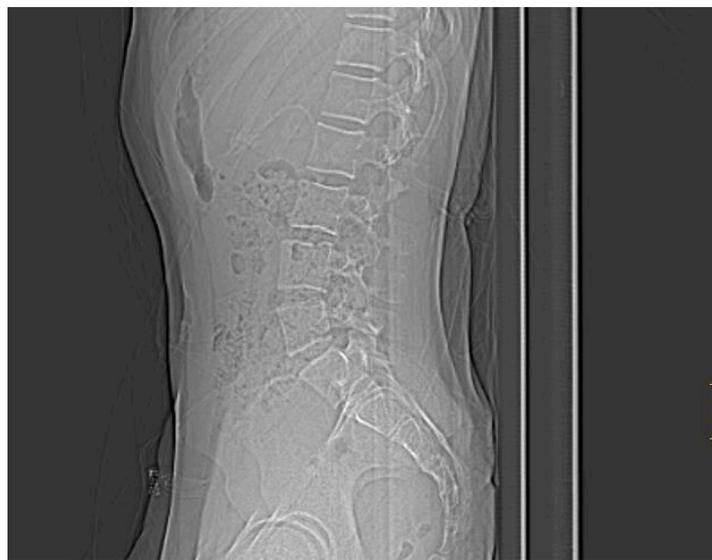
Radiografía de perfil tomada el 25.10.2011
